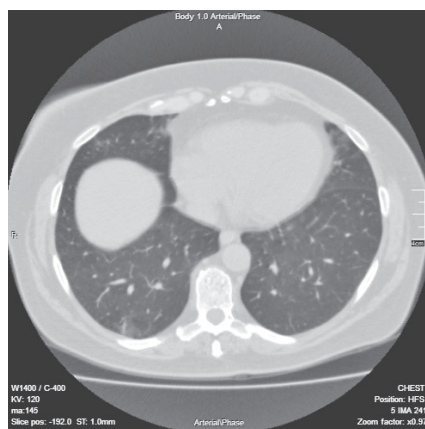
Аксіальний зріз контрольної КТ ОГК хворого Б. через 1,5 місяця: ділянка консолидації повністю розсмокталася
